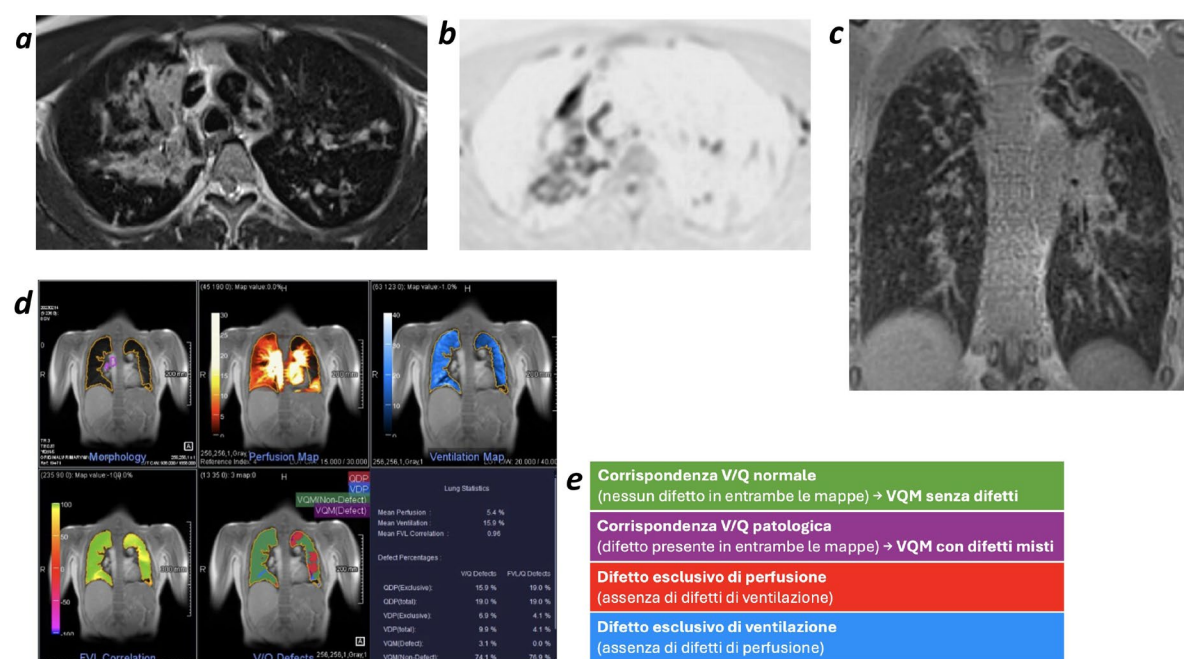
RM polmonari in età pediatrica. Le immagini (a) e (b) mostrano sequenze sul piano assiale rispettivamente BLADE T2-pesate e DWI in paziente affetto da fibrosi cistica, con atelettasia cronica del lobo superiore destro in corso di riaccutizzazione flogistica. In particolare, la sequenza DWI evidenzia fenomeni di restrizione della diffusione, indicativi di attività infiammatoria sovrapposta. L'immagine (c) mostra sequenza UTE sul piano coronale, in paziente con bronchiolite obliterante; sono evidenti alterazioni interstiziali dei lobi superiori associate a ispessimento scissurale a destra compatibili con fenomeni fibrotici polmonari. Le immagini (d) ed (e) illustrano le informazioni ottenibili mediante studio funzionale polmonare RM (PREFUL): in questo caso, per paziente affetto da alterazioni della vascolarizzazione polmonare ad origine cardiogena, la mappa di ventilazione regionale evidenzia aree di ridotta ventilazione, mentre la mappa di perfusione mostra disomogeneità del flusso ematico polmonare, consentendo una valutazione integrata morfo-funzionale del parenchima polmonare senza impiego di mezzo di contrasto né radiazioni ionizzanti.
